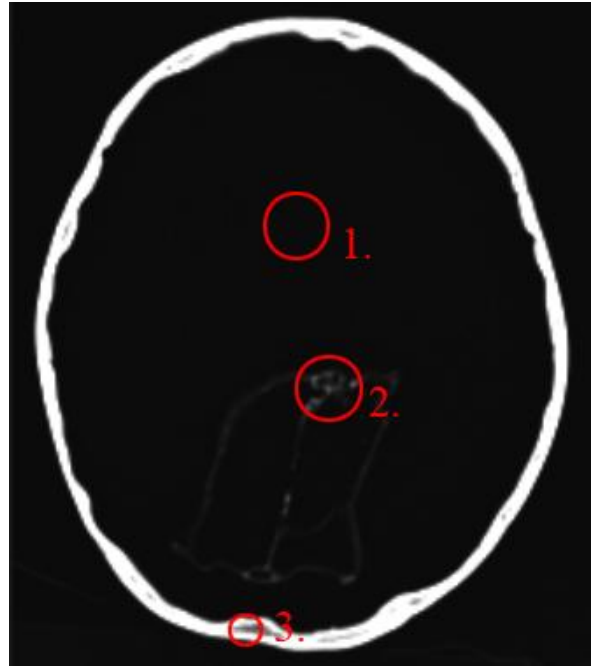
Peru, Bild 1, CT
